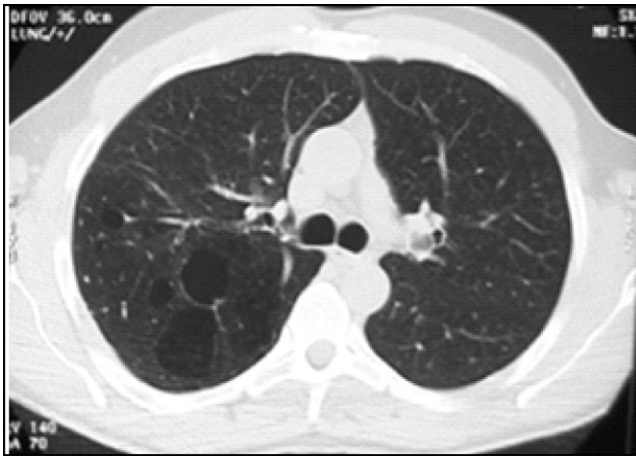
TDM avec présence de bulles parenchymateuses chez un fumeur.
